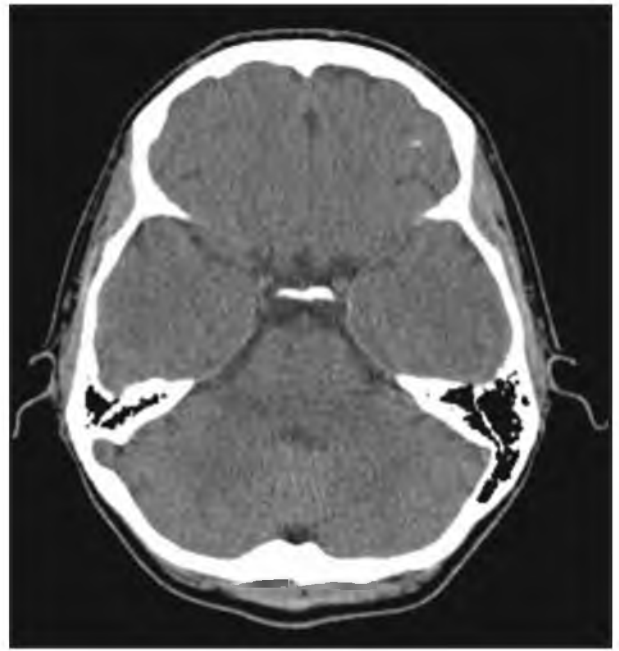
КТ пациентки П., 35 лет, через 12 месяцев после проведения эндоваскулярного лечения
